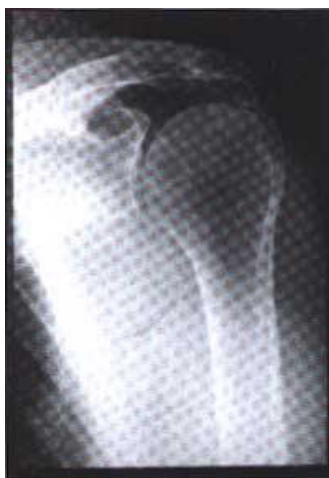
Radiografía AP de hombro que muestra calcificación en el tendón supraespinoso.
